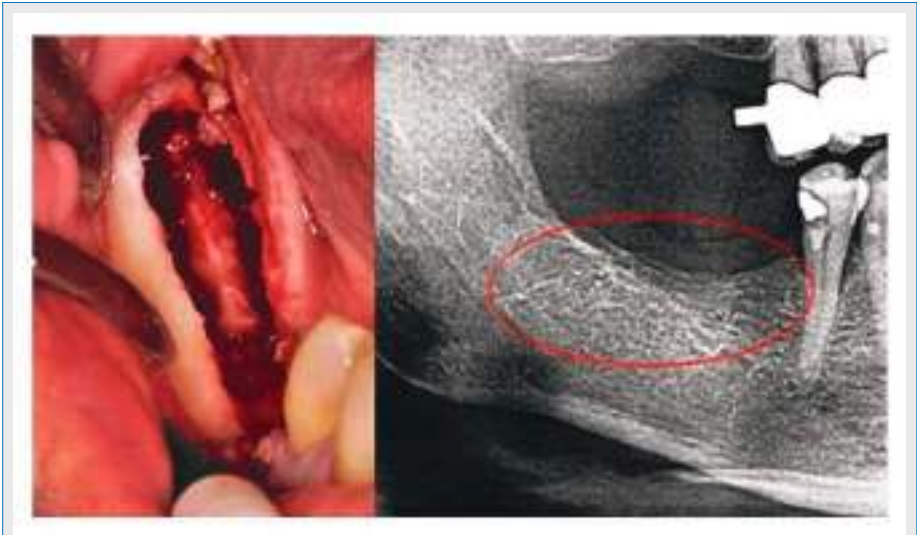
Kurettage von FODK im Unterkiefer mit entblößtem Infraalveolarnerv. Der rechte Teil der Abbildung zeigt eine Röntgenaufnahme ohne irgendwelche Anzeichen von entsprechendem Krankheitsgeschehen im Kieferknochen.
